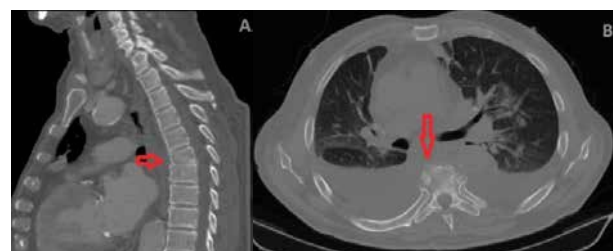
CT torace: (a) plan sagital – pensarea spațiului intervertebral și modificări de structură corp vertebral D6 și (b) transversal – arii osteolitice și contrast neomogen la nivelul corpului vertebral
